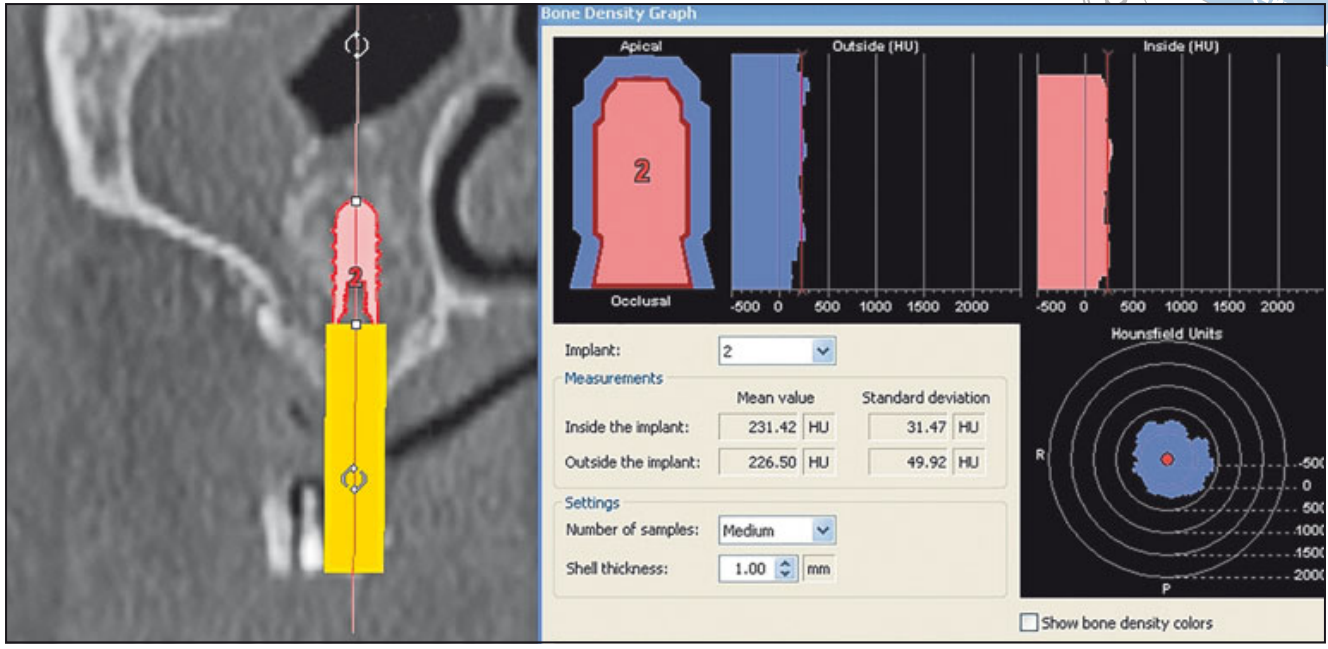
Knochendichtemessung auf einer direkt postoperativ angefertigten CT-Aufnahme von einer Kieferhöhle von T1 mit 226,50 HU.
